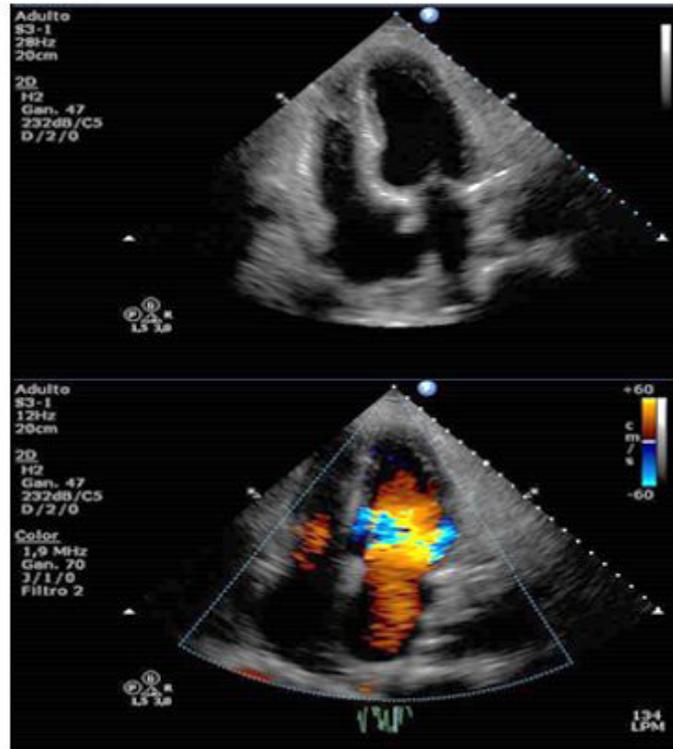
Ecocardiograma transtorácico de control. Septum interventricular con parche de pericardio bovino en el tercio basal. Se observa pequeño defecto residual de la comunicación interventricular, localizada en la porción más basal y posterior, de 5 mm de diámetro que origina un cortocircuito por Doppler color de izquierda a derecha.
